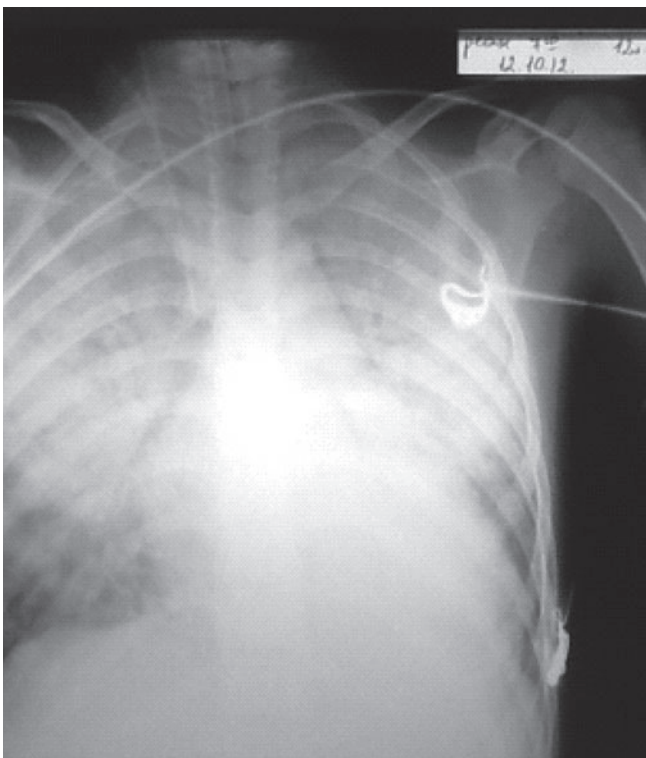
Рентгенологический феномен «белые легкие» при объемной перегрузке левых отделов сердца на фоне ВА ЭКМО
